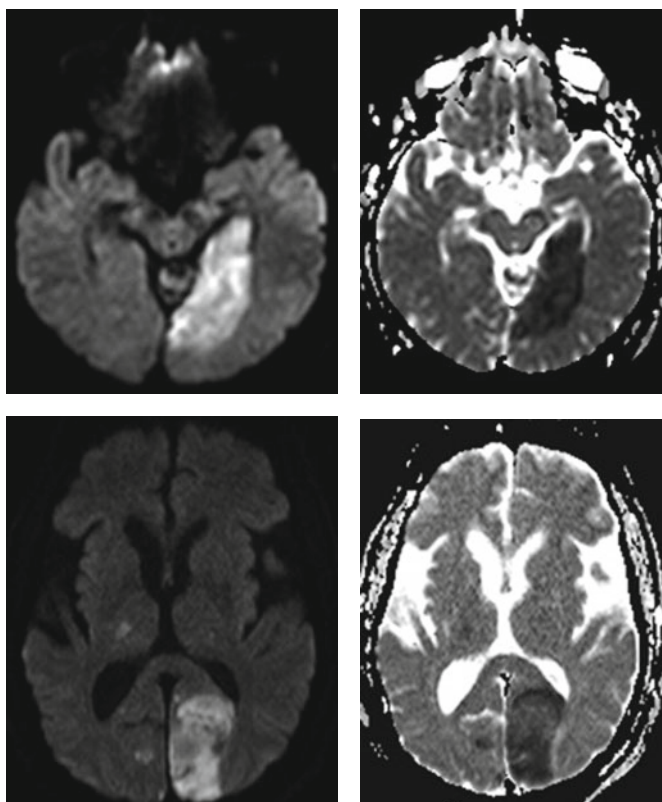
IRM d'accidents ischémiques dans le territoire occipital par thrombose d'une artère cérébrale postérieure gauche.
